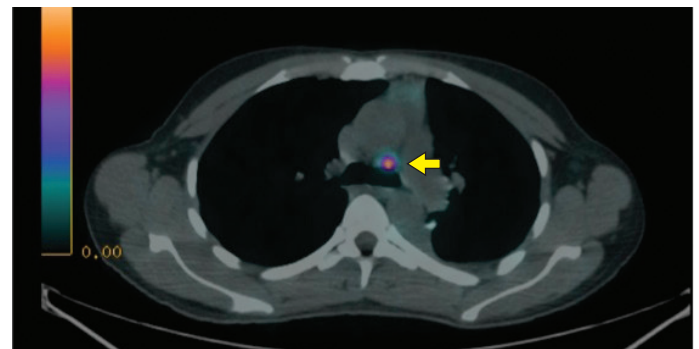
jedoch nur 1 LK-Metastase im PET/CT
